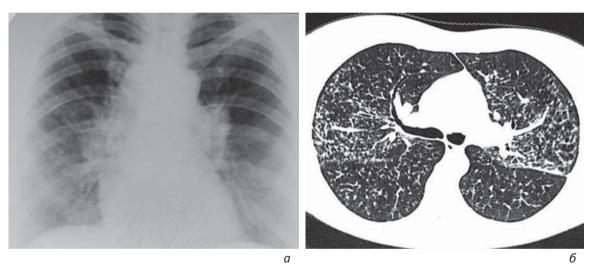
Рентгенограмма (а) и КТ (б) больного с внутригрудным саркоидозом II стадии. Увеличение внутригрудных лимфоузлов и синдром «легочной диссеминации»
